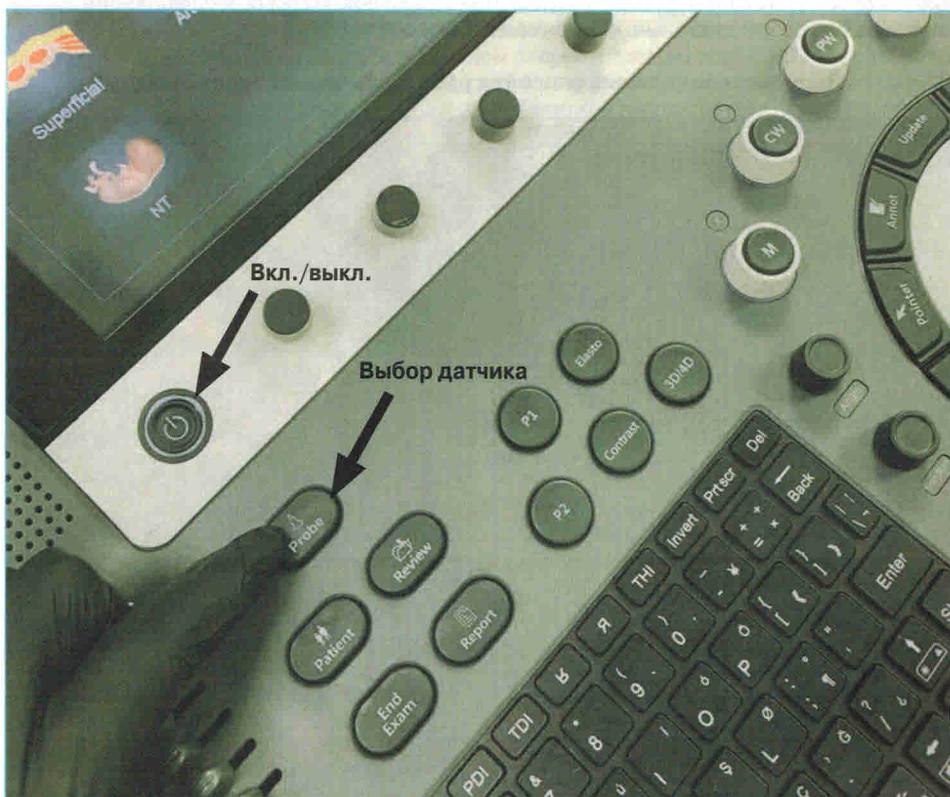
Кнопка выбора датчика, кнопка вкл./выкл. и общий вид панели управления УЗИ-сканера
